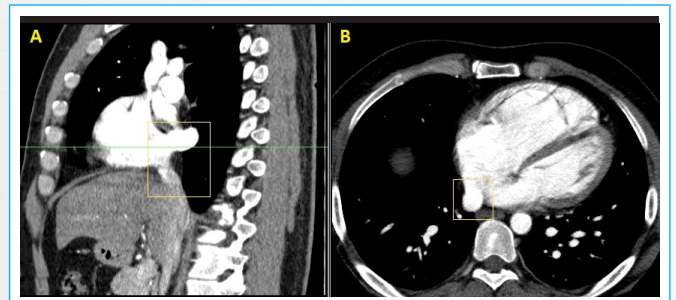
TC de tórax con contraste. A) Vista sagital B) Vista axial; ambas mostrando ingreso de vena cava inferior izquierda en aurícula derecha (recuadros).
